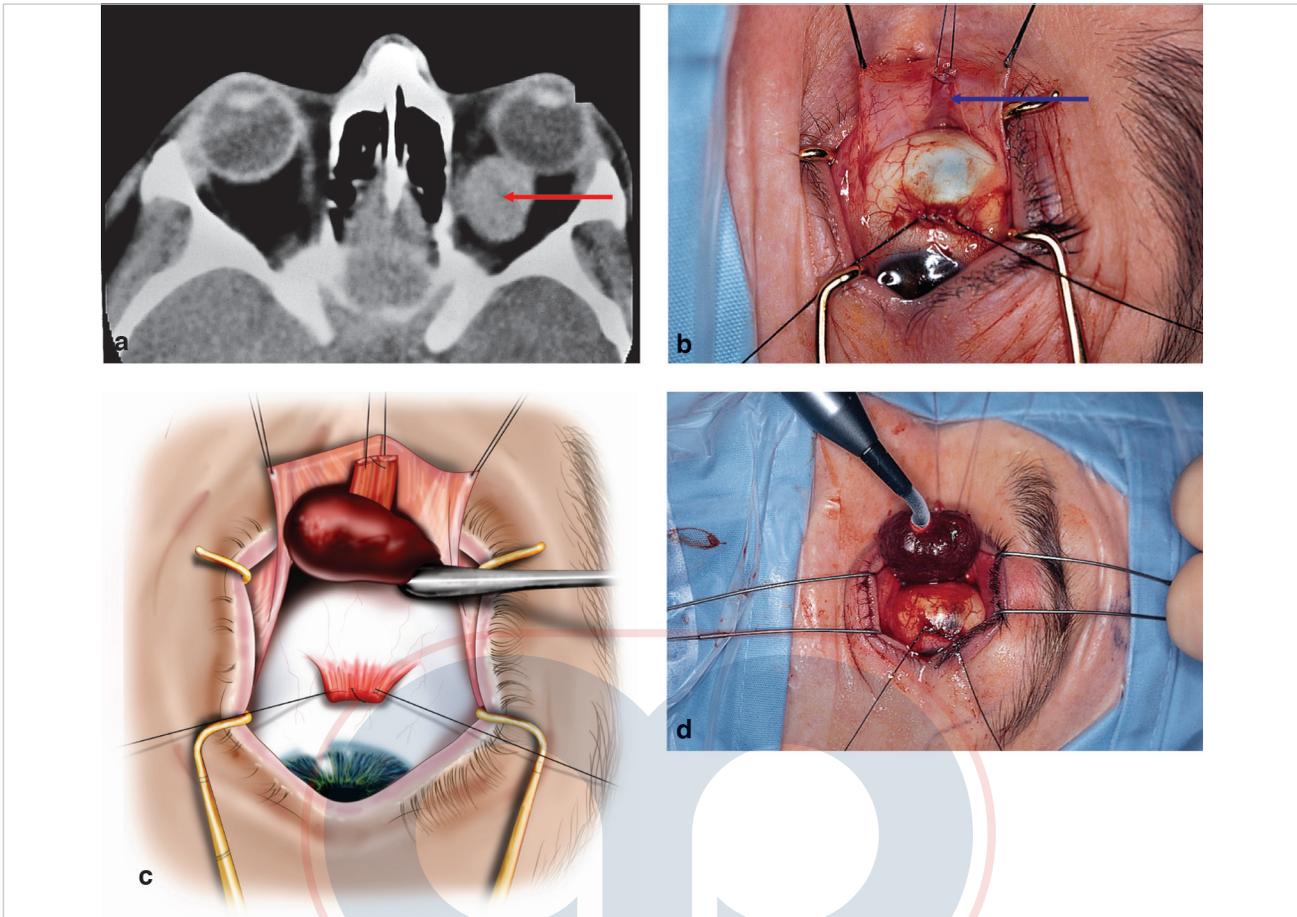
(a) Una TC axial que demuestra una masa orbital intraconal medial (flecha roja). (b) El músculo recto medial se ha suturado, se ha desacoplado de su inserción y se ha retirado medialmente (flecha azul). Las suturas de tracción se han colocado a través del muñón del recto medial y el globo ocular se ha rotado lateralmente. También se han colocado suturas de tracción a través de la conjuntiva y la fascia anterior de Tenon luego de haber hecho las incisiones de alivio radial. (c) Se utilizan retractores Wright para exponer con cuidado la lesión, la cual se disecciona de manera cuidadosa. (d) Se utiliza una sonda de crioterapia aislada en la punta para ayudar a extraer la lesión, un hemangioma cavernoso.
